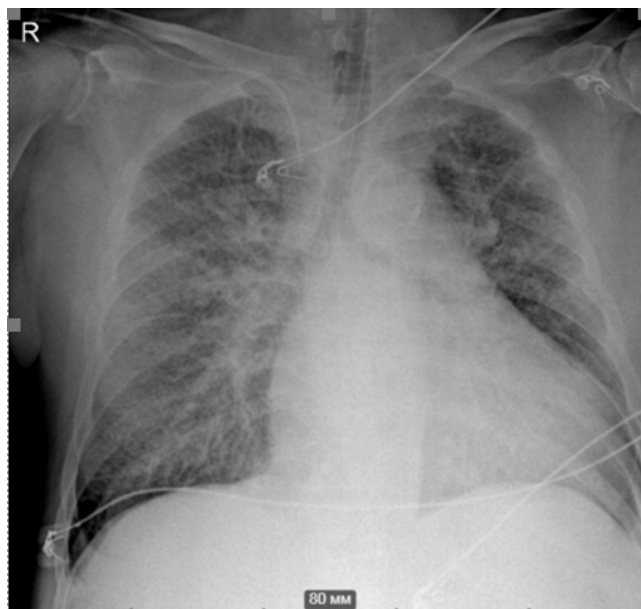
Рентгенологическая картина органов грудной клетки при поступлении в стационар
